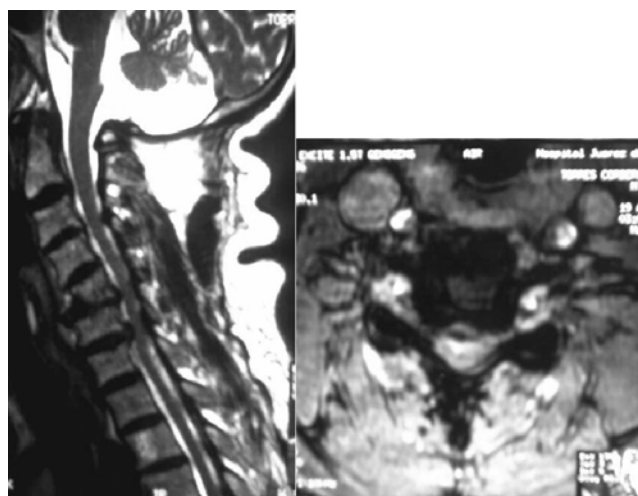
Resonancia magnética nuclear en la que observamos compromiso medular severo en los niveles C5-C6 C6-C7.
